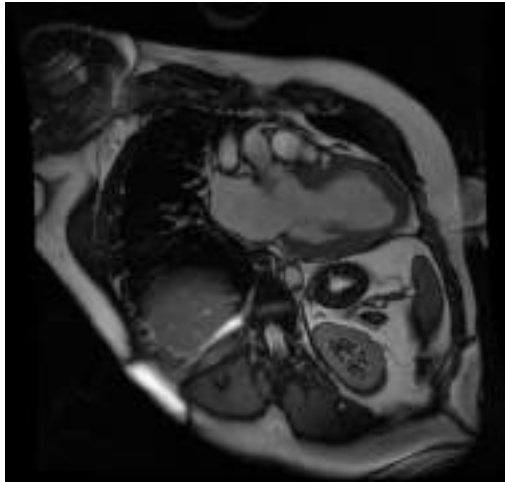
Resonancia magnética cardíaca donde se muestra una miocardiopatía hipertrófica con engrosamiento del septo interventricular.
